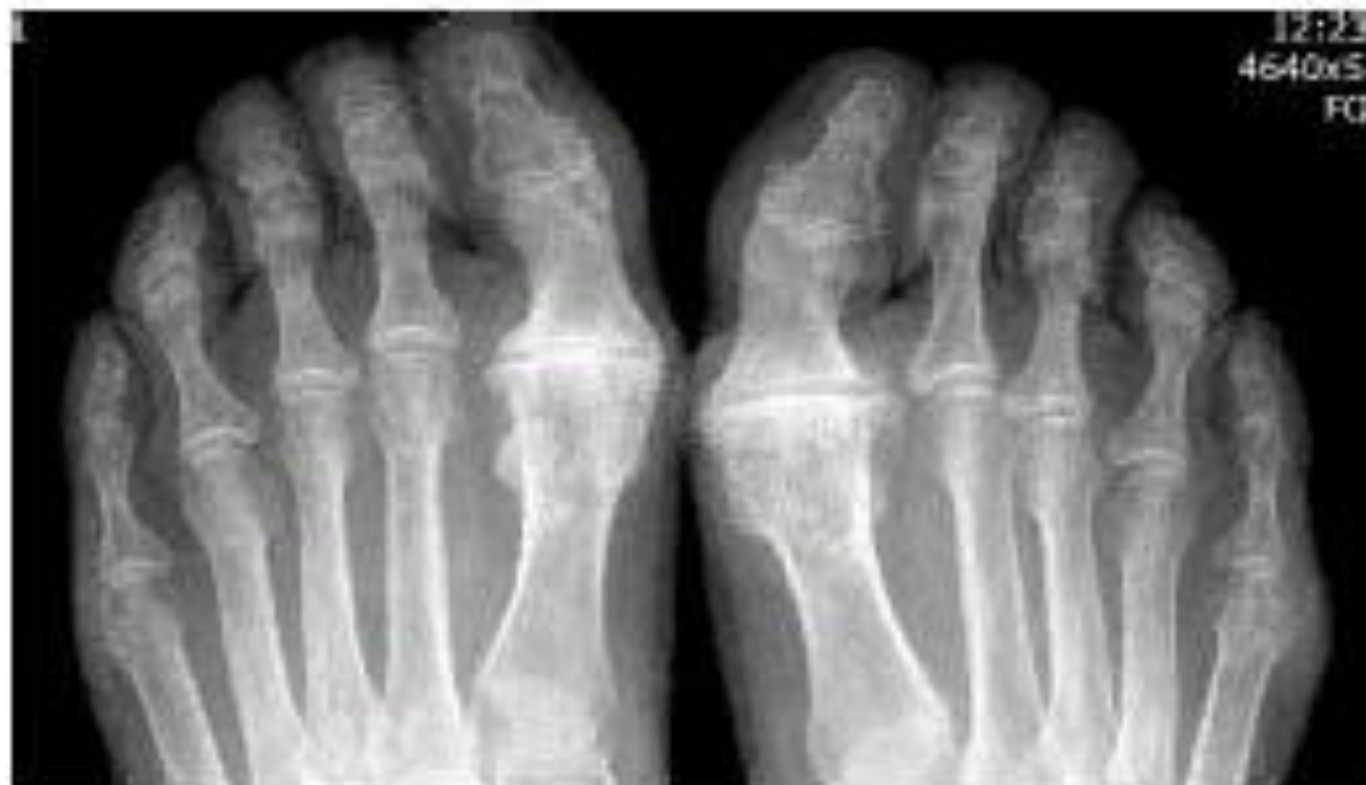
Больной 3. РА 2-й стадии (неэрозивная форма). Обзорная рентгенография дистальных отделов стоп. Выраженный распространенный остеопороз. Множественные кистовидные просветления костной ткани в 1-х межфаланговых и 5-х плюсне-фаланговых (ПлФ) суставах. Незначительно сужены щели отдельных ПлФ суставов. Эрозий, вывихов и подвывихов суставов, деформаций костей во 2-5-х ПлФ суставах не выявляется. Выраженный артроз 1-х ПлФ суставов
